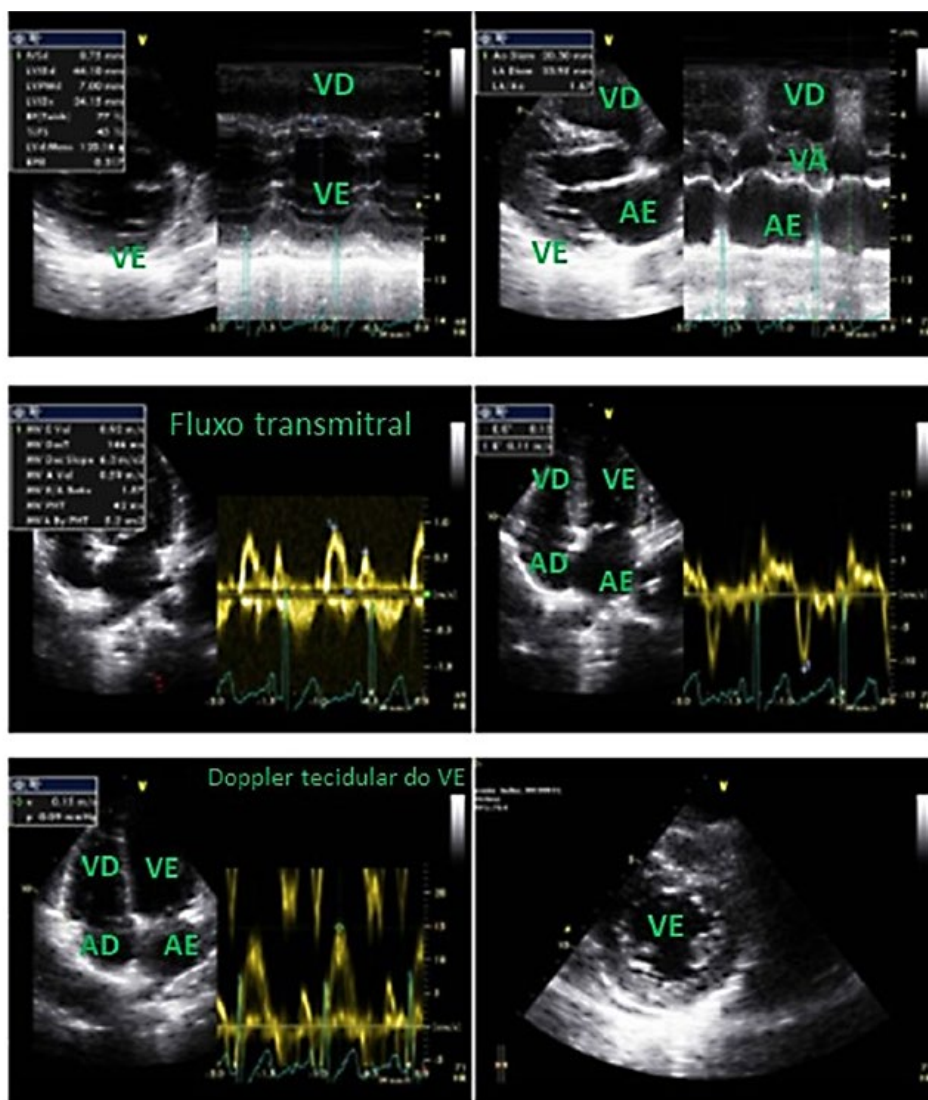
Primeiro ecocardiograma transtorácico da doente sem alterações. VD - ventrículo direito; VE - ventrículo esquerdo; AD - aurícula direita; AE - aurícula esquerda; VA - válvula aórtica.
